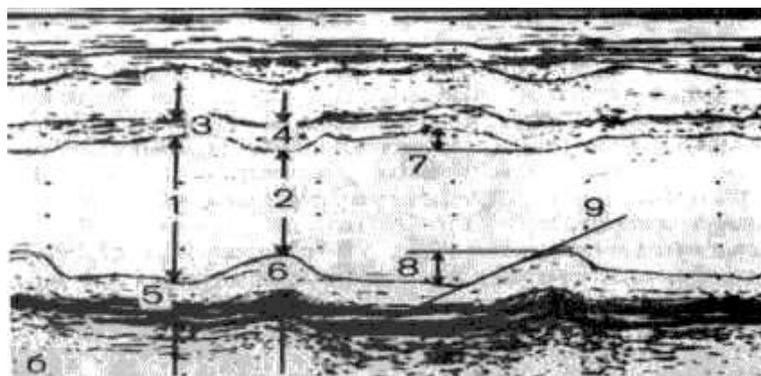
1. Эхокардиография в режиме «М»
